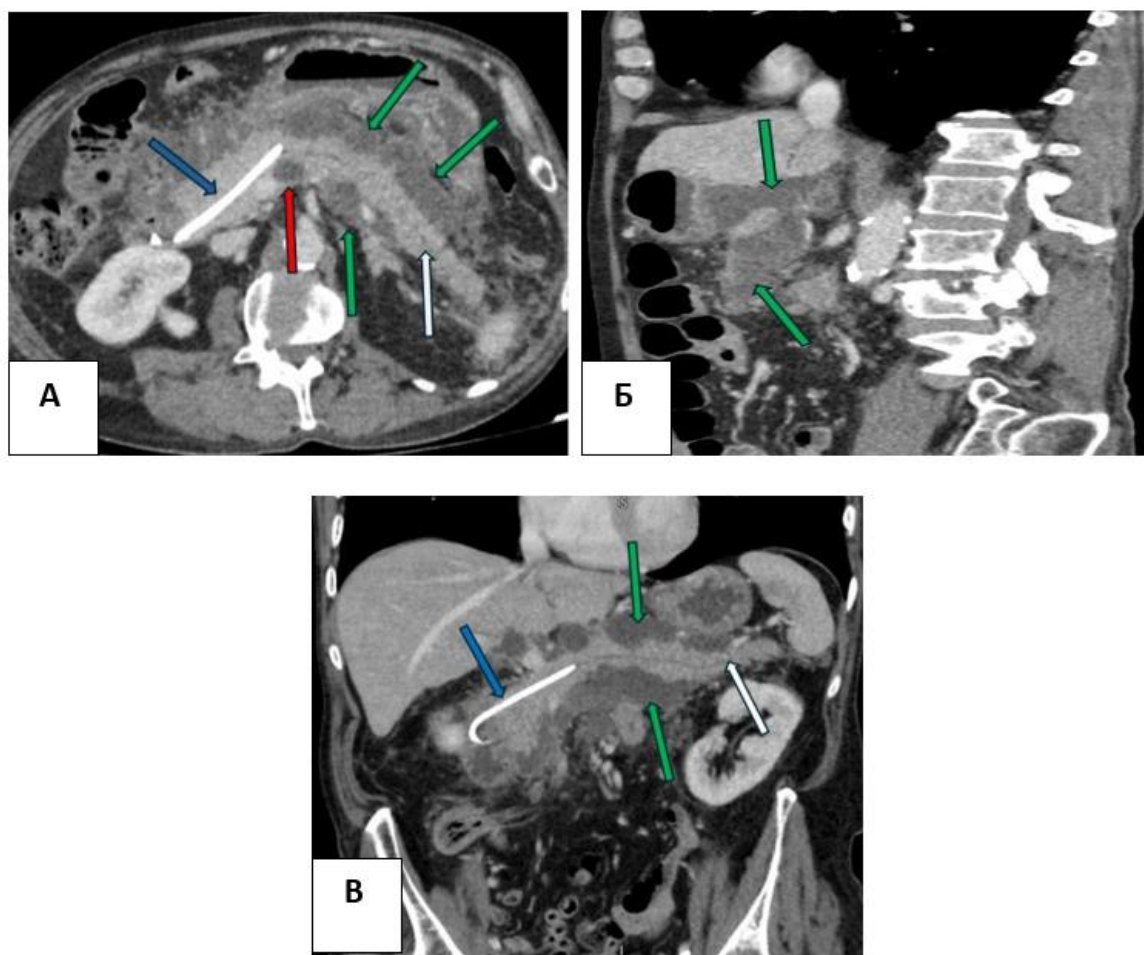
КТ с контрастным усилением, аксиальная(А), сагиттальная(Б), фронтальная(В) проекции, венозная фаза – 18 день ОП. 1 тип конфигурации некроза: глубокий некроз в шейке ПЖ (красная стрелка), жизнеспособная паренхима (белые стрелки), жидкостное скопление (зеленые стрелки), стент (синяя стрелка)
